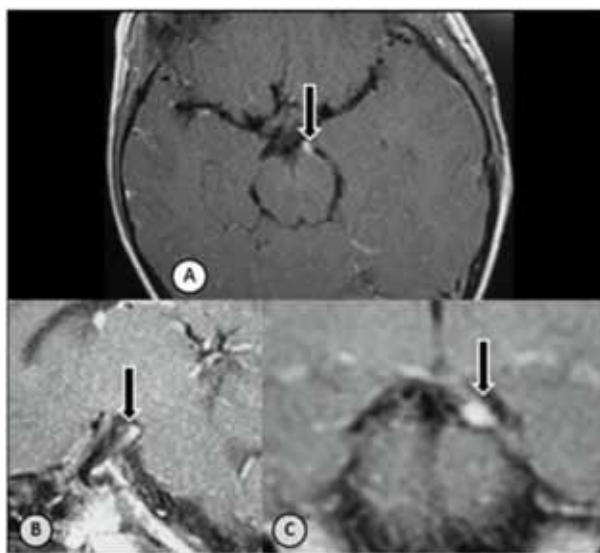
Paciente 1. Resonancia magnética cerebral potenciada con Gadolinium®, Estado T1: Hiperintensidad y engrosamiento del tercer nervio craneal en su emergencia en la cisterna interpeduncular y trayecto subaracnoideo (flechas): A. Proyección axial. B. Proyección parasagital izquierda y C. Proyección coronal.
